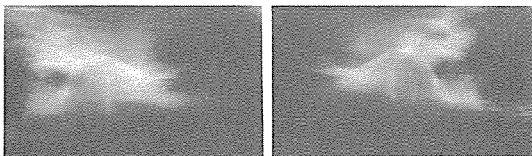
동일환자의 치료후 악관절의 axially corrected tomographs(Sectographs)
